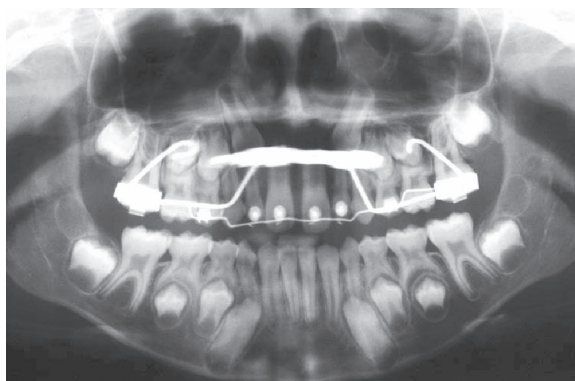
Radiografia panorâmica nas primeiras semanas após o término do tração ortodôntico.
